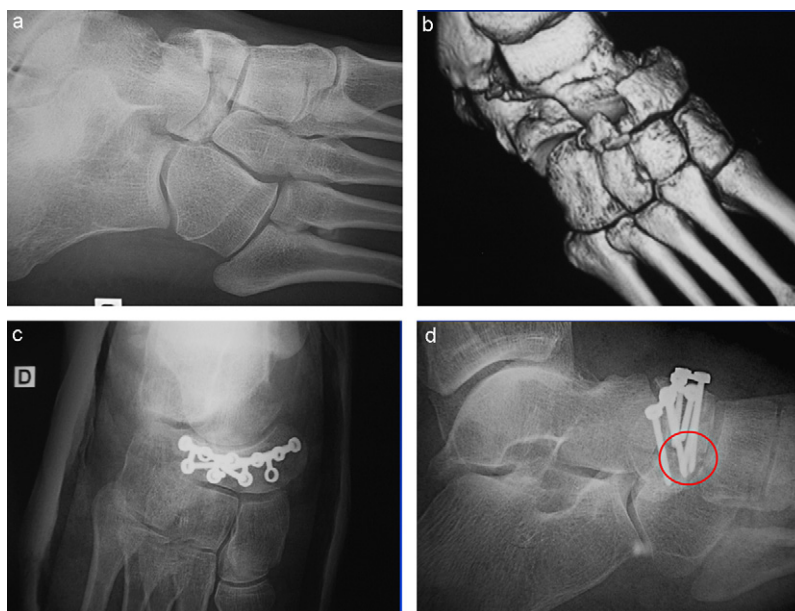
Fracture comminutive du naviculaire ; a : clichés standard ; b : reconstruction TDM 3D ; c : fixation par plaque verrouillée ; d : les vis risquent d’entrer en conflit du fait de la convexité de l’os.
